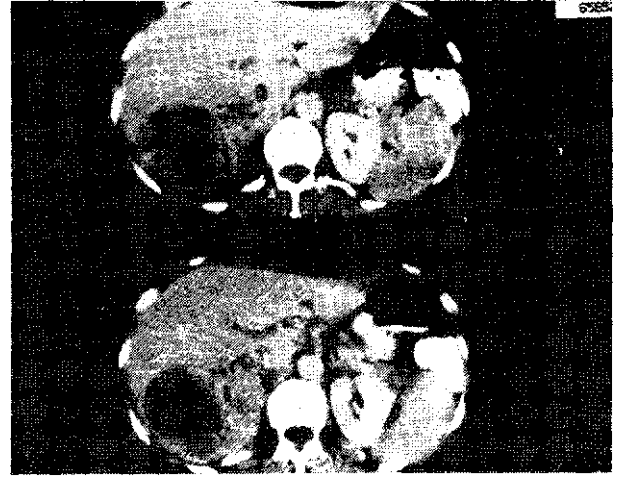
BT'de sağ böbrekte, ortasında nekroza ait düşük yoğunluk alanı bulunan kitle. Histopatolojik tanı: Renal karsinoma
